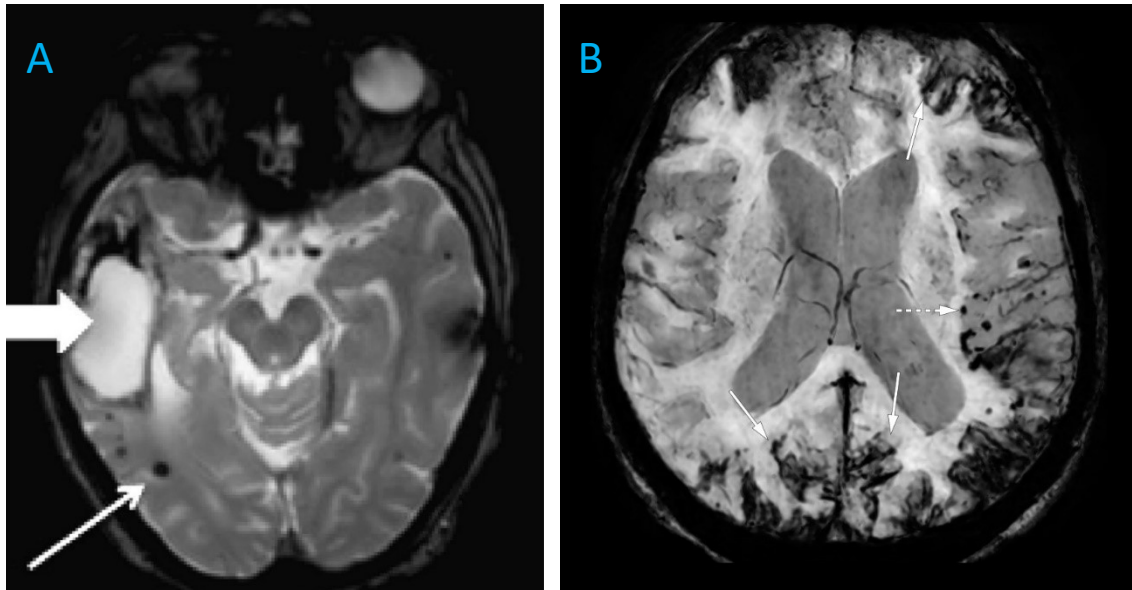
IRM cérébrale d'une Angiopathie amyloïde cérébrale (A) Coupes axiales en Séquences T2* écho de gradient montrant une hémorragie lobaire temporale droite (grande flèche) microbleeds lobaires (petite flèche). (B) Coupes axiales en Séquences SWI avec susceptibilité magnétique montrant multiples microbleeds lobaires (petites flèches)
